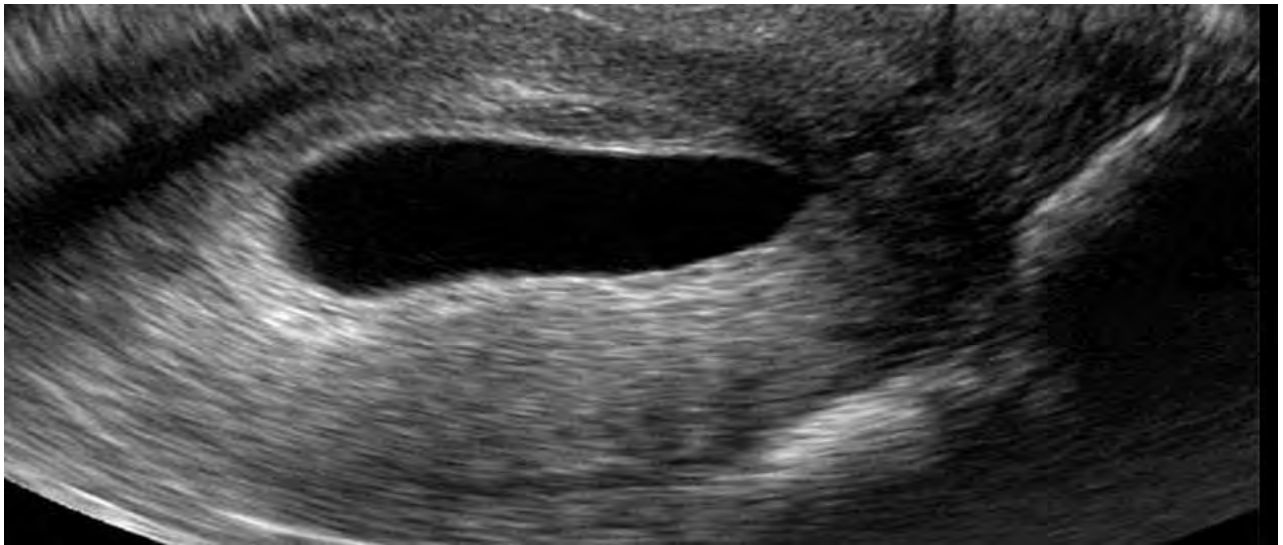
Image échographique hématome décidual basal [10]
